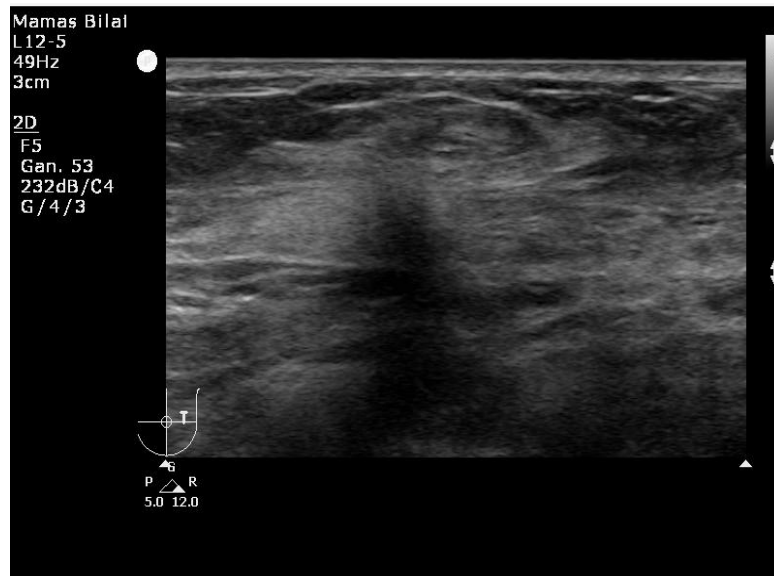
Ultrasonido convencional. Lesión de aspecto indeterminado.
